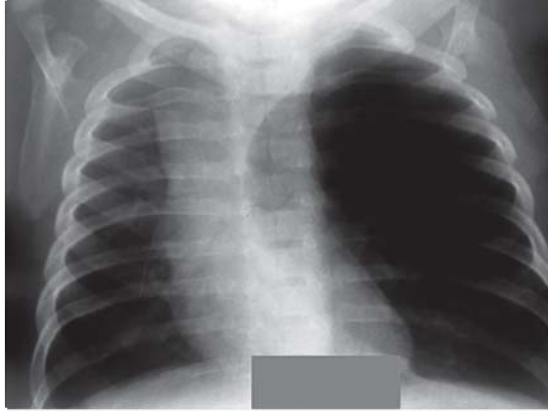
Child V*. Thoracic radiography. Hypertransparence of the left upper lobe, dislocation of the contralateral mediastinum and the compression of the left lower lobe, assymetry of the thorax and enlarged left intercostal spaces.
